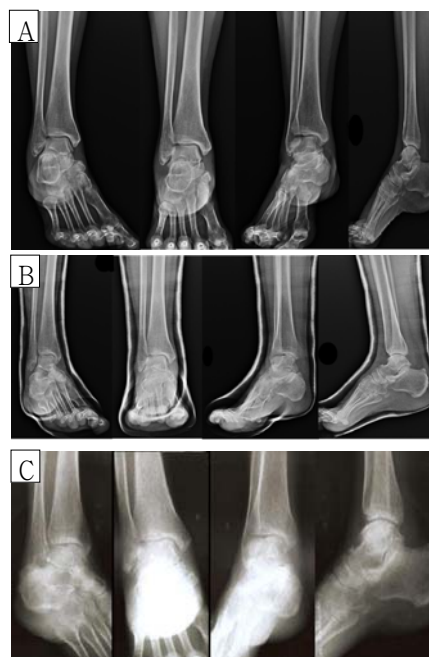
Right ankle X-ray
